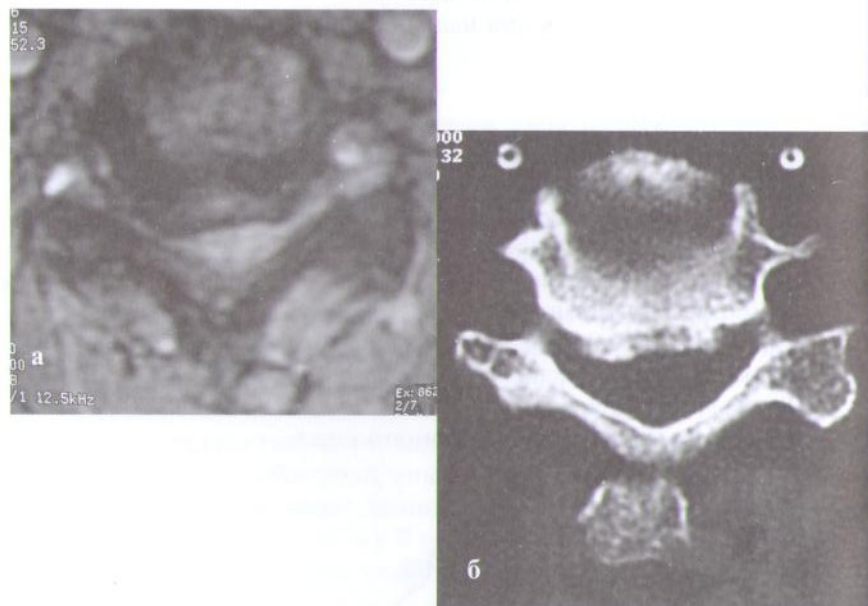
МРТ (а) и КТ (б) больного с дегенеративным деформирующим спондилоартрозом. Хорошо видна оссификация задней продольной связки, приводящая к стенозу позвоночного канала с компрессией спинного мозга и корешков.
